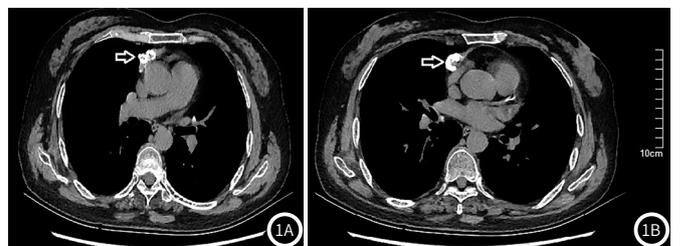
胸部CT(256排):前纵隔不规则胸腺瘤及钙化灶(白色箭头所示)。
